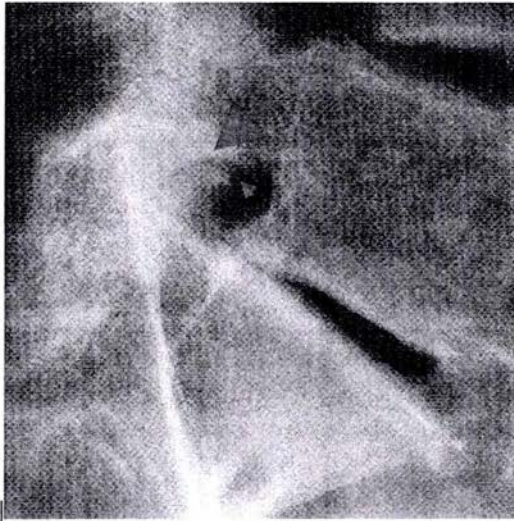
Radiografía lateral en flexión ventral que muestra un aspecto embotado de su ápice. Note la esclerosis local tensional del pedículo de L5
